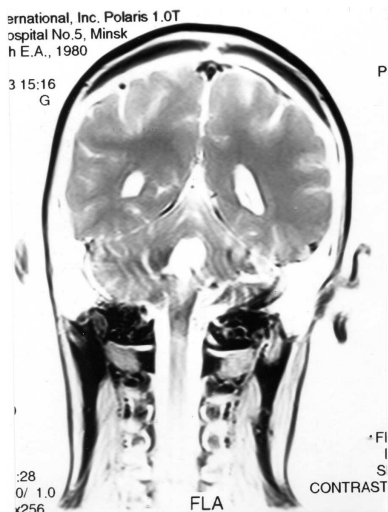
34Б. МРТ головного мозга с внутривенным усилением этой же больной спустя 3 года от начала заболевания (коронарная проекция): признаков очагового поражения головного мозга не выявлено
